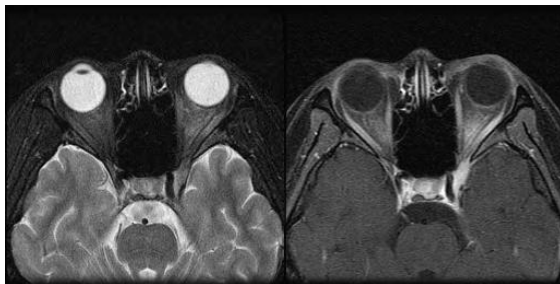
Orbital MRI T2-Weighted image (A) and Gadolinium enhanced image (B) show mild thickenings and gadolinium enhancements of left superior rectus muscle, superior orbital wall and carvenous sinus.
